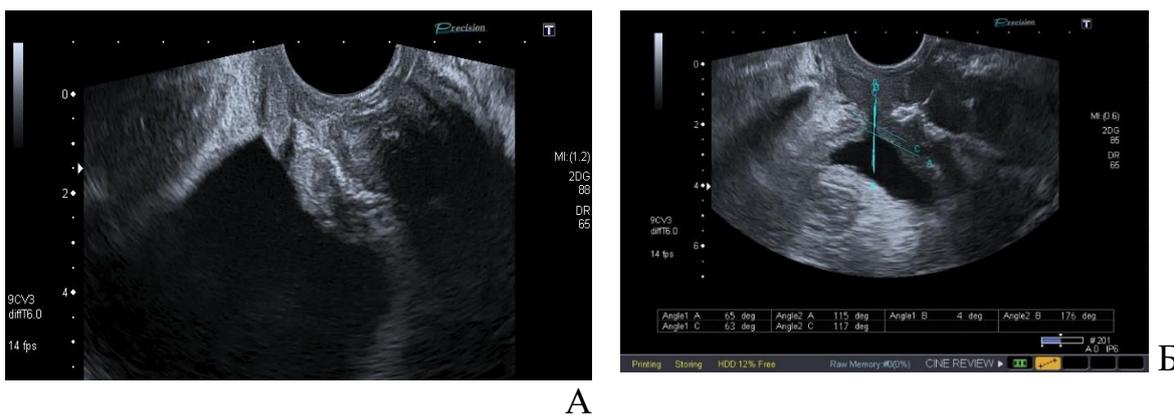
2D-УЗИ, латеральный дефект фасции
